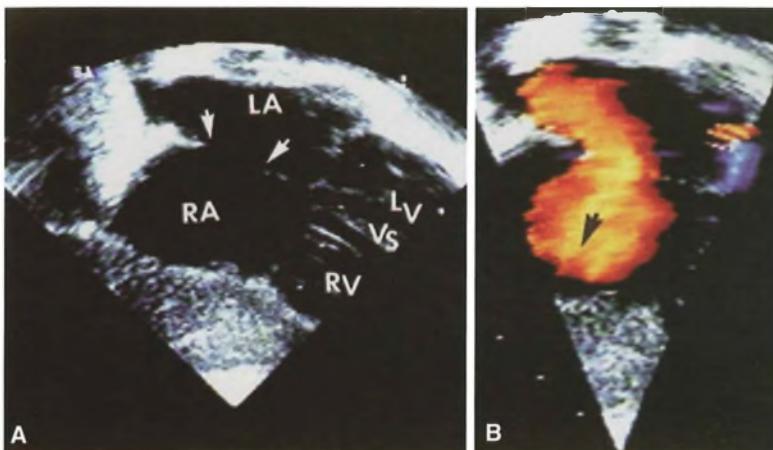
Difetto settale interatriale (*ostium secundum*) (scansione apicale quattro camere) (A): ampio foro di comunicazione fra i due atri nella parte alta del setto interatriale (frecce). Quadro di iperafflusso polmonare evidenziato all'eco color Doppler (B). (RA = atrio destro; LA = atrio sinistro; LV = ventricolo sinistro; RV = ventricolo destro; VS = setto interventricolare).
